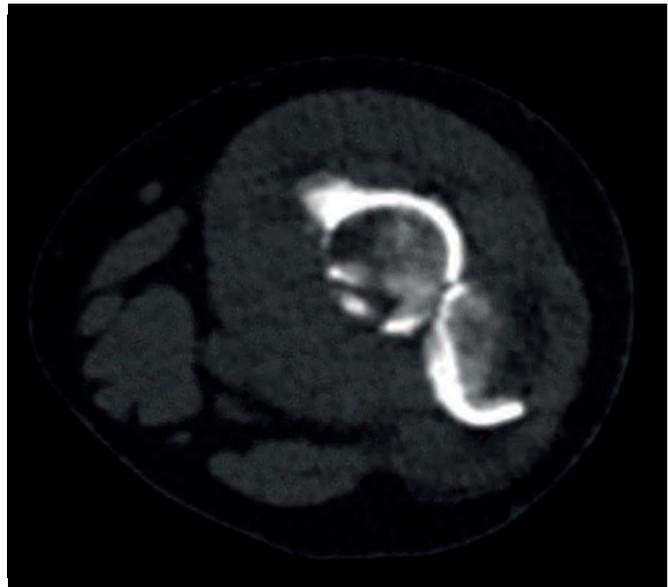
/b: CT (sagittal/axial). Initiale Bildgebung vor Versorgung mit hochgradig pathologischen Knochenveränderungen (Kodman-Dreieck, osteblastisch/osteolytisch Knochenveränderungen, unscharfe Frakturkanten)
